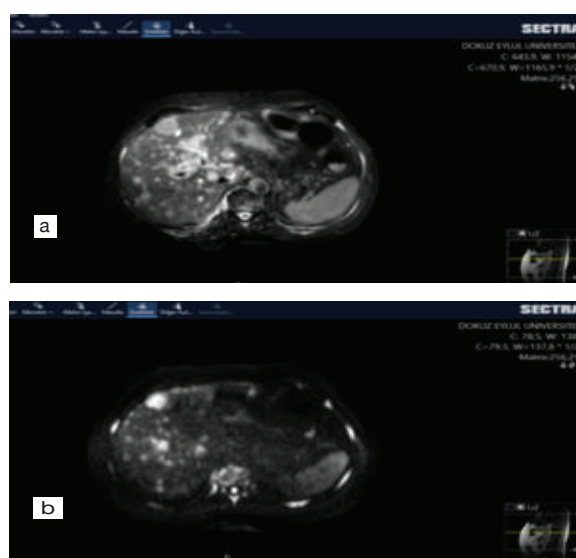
T2 weighted MRI image shows nodular hyperintense lesions with bilobar distribution in liver parenchyma (a), diffusion weighted image reveals diffusion restricted areas representing the metastatic foci (b).
